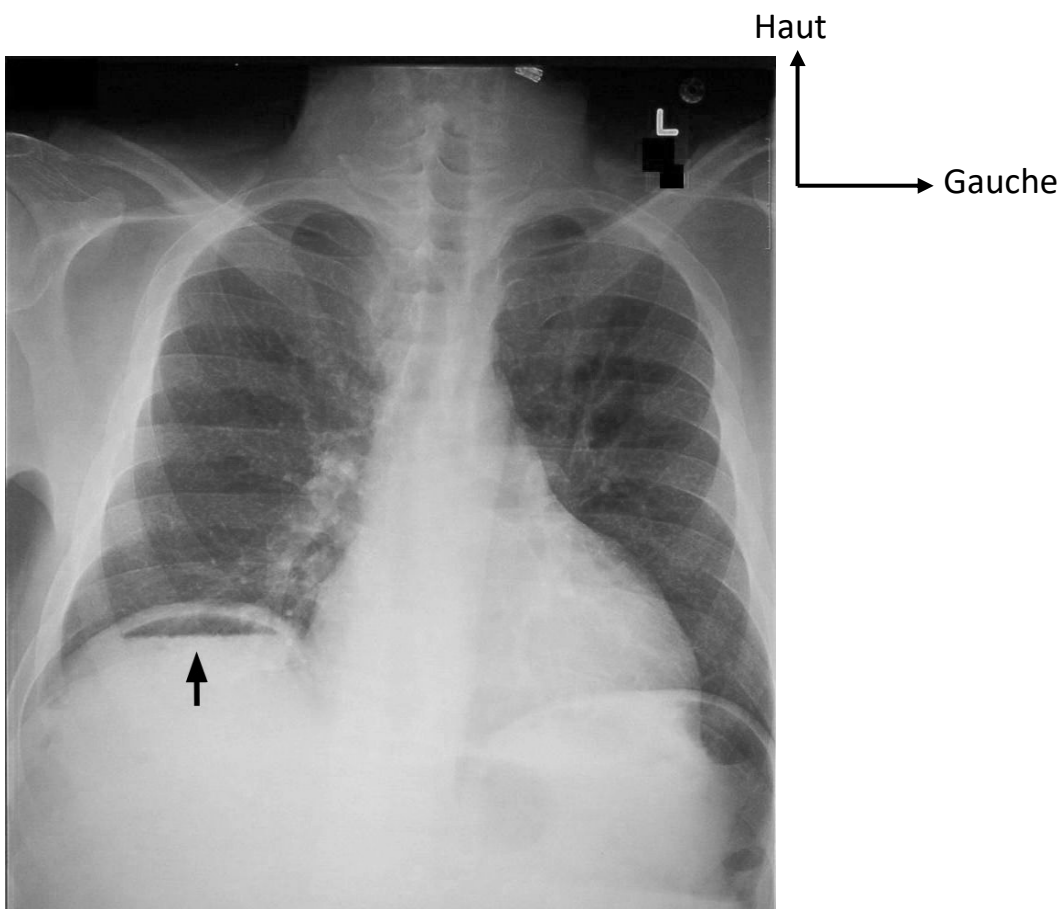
Pneumopéritoine à la radiographie [117]
